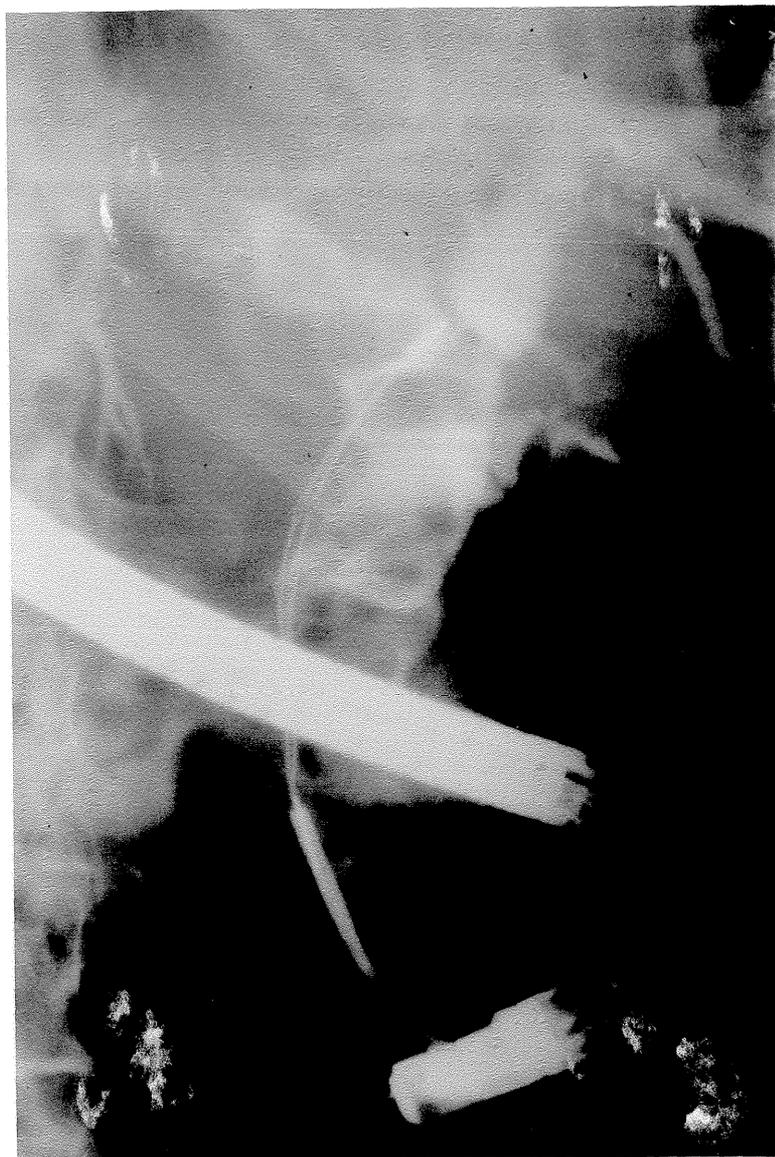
Incidência pósterio-anterior dos raios X. Na parte superior da figura, observa-se cálculo residual próximo ao coto cístico. A via biliar está dilatada. Na radiografia de baixo, o cálculo é aprisionado por uma cesta de Dormia após papilotomia endoscópica.
